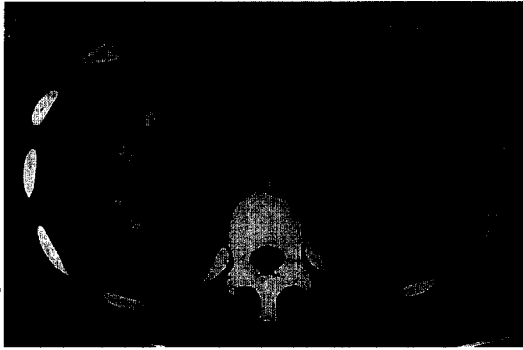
Follow up Abdominal CT of Case 1.
